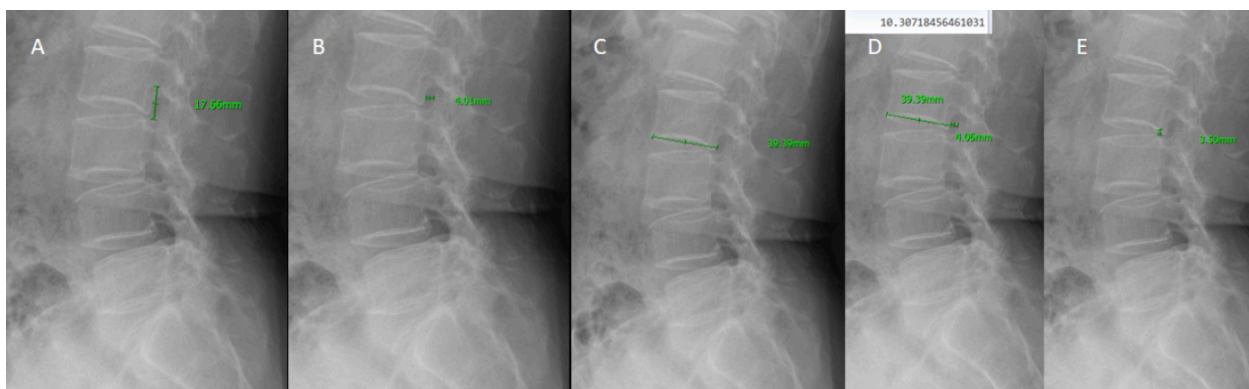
Radiografía lateral de la columna lumbar en bipedestación
